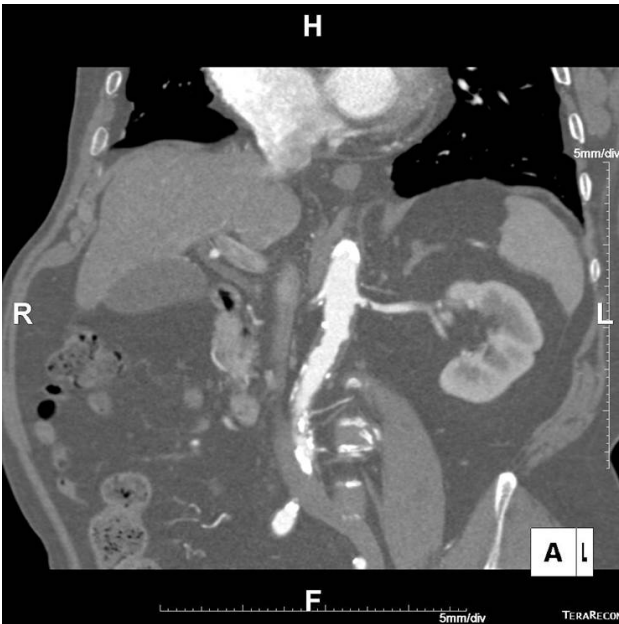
An adrenal computed tomography scan showing focal stenosis of the left proximal renal artery.
